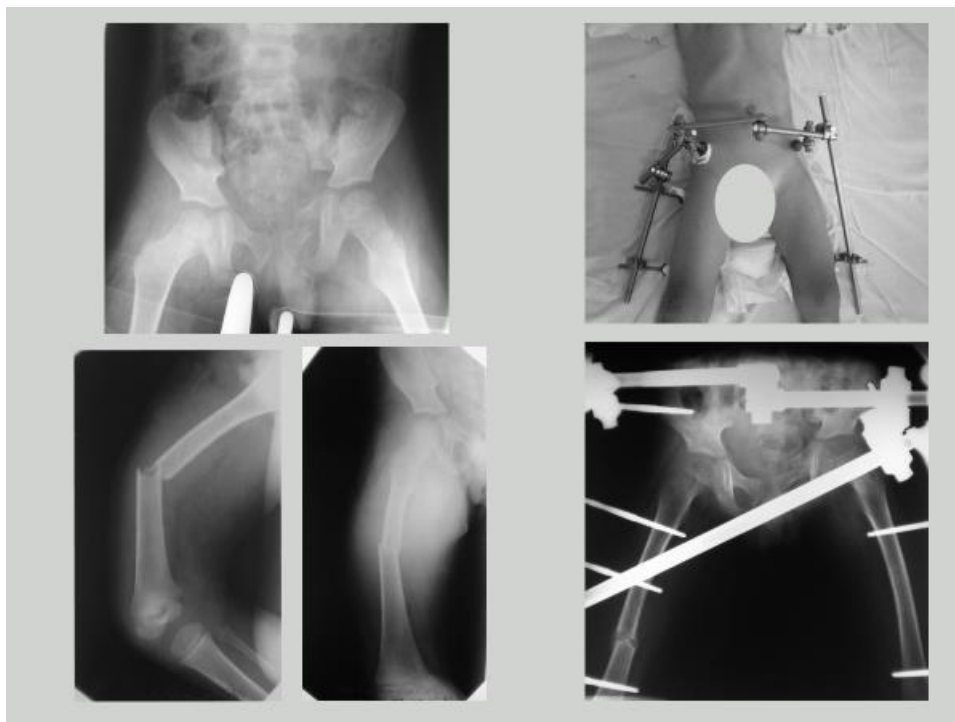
Рентгенограммы пациента А. при поступлении и после АНФ
